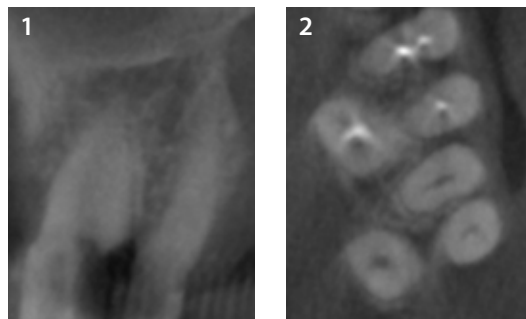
CBCT del dente 27
